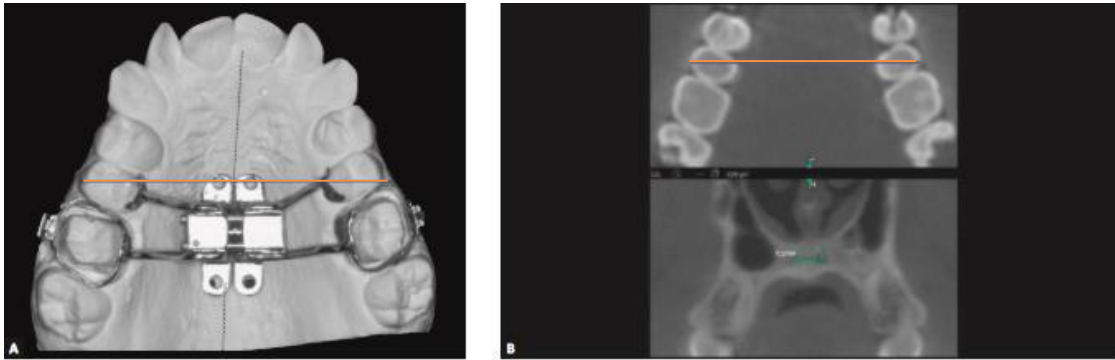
A) Modelo dental ilustrando con la línea naranja, la referencia para colocar el mini implante a lo largo de la extensión entre los premolares. B) Imágenes CBCT en corte axial ilustrando con la línea naranja la referencia para colocar los mini implantes.
